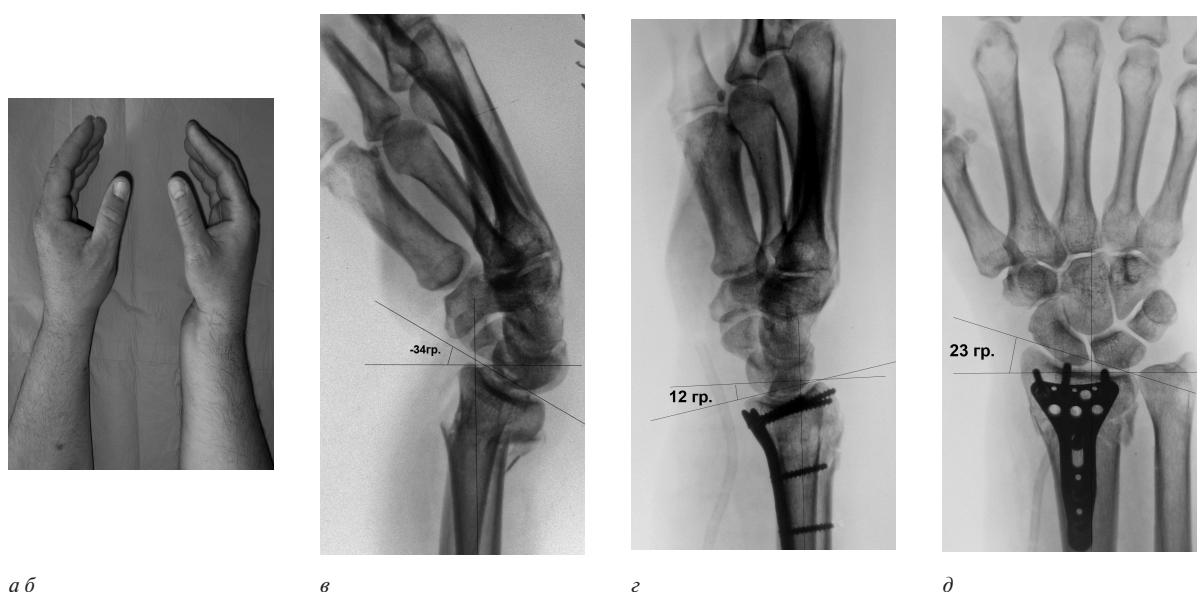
а, б – фотовідбитки зап'ястків хворого В. 43 років з наслідками перелому правої променевої кістки типу Colles; фотовідбитки рентгенограм до (в) та після (г, д) хірургічної корекції зміщення та фіксації металоконструкцією.
